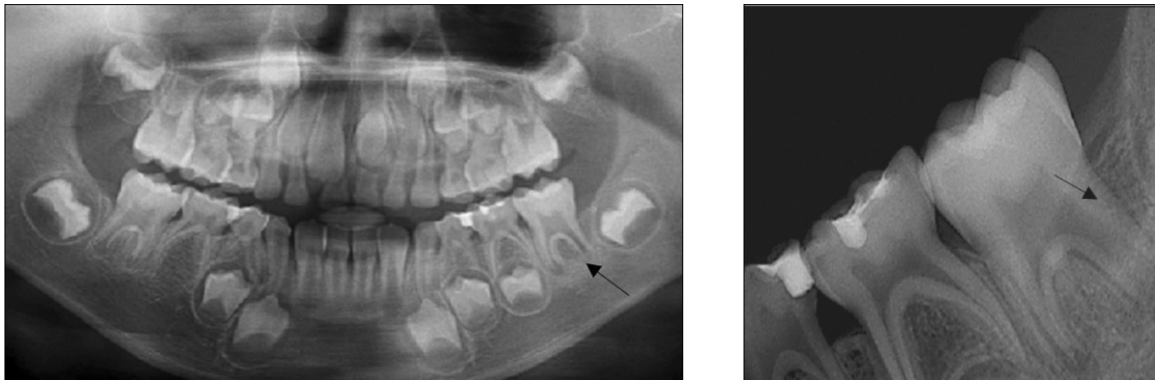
Initial panoramic and periapical views show the lesion on the left mandibular area.
